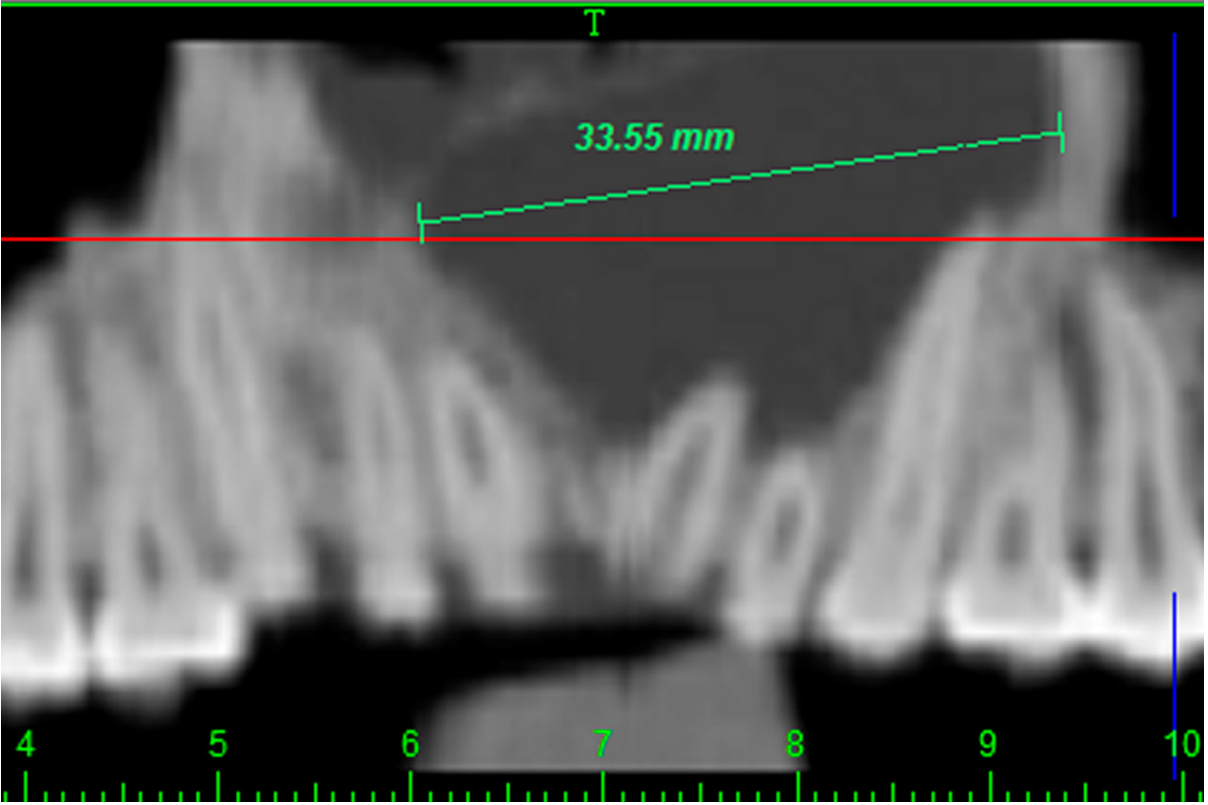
Corte coronal em tomografia computadorizada por feixe cônico (inicial).
